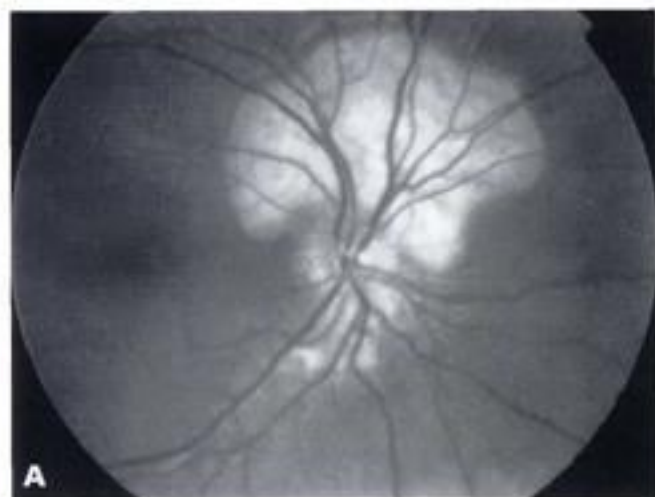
A : Ostéome choroïdien. Noter les vaisseaux dilatés de l'ostéome. (Voir planche couleur p. 207.) B : Échographie de la même lésion. Hyperréflexivité de l'ostéome.
